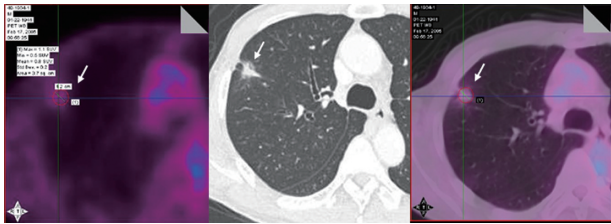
Low accumulation of <sup>18</sup>F-FDG in well-differentiated lung adenocarcinoma
